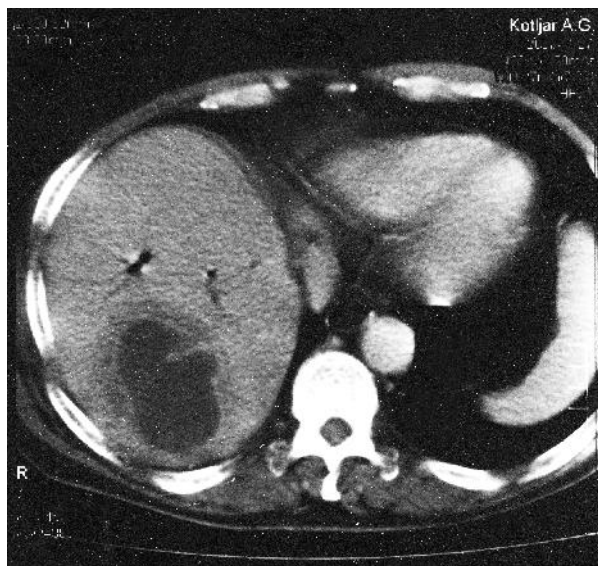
Томограмма. Больной К., 57 лет. Серийный горизонтальный срез: абсцесс VI-VII сегментов печени со сформированной капсулой и перидулярной инфильтрацией паренхимы.
